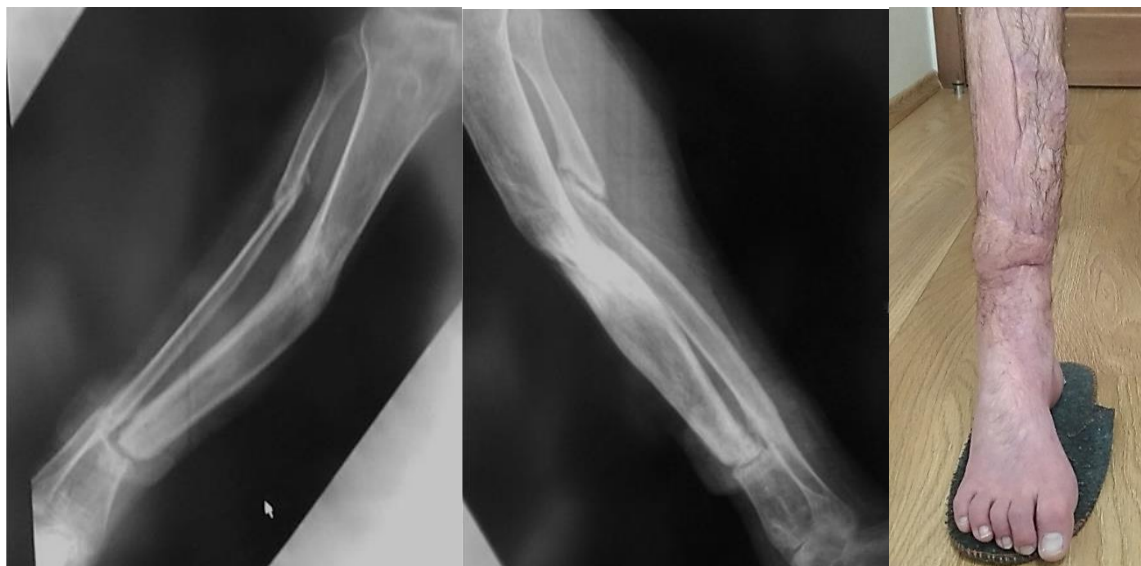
Рентгенологічний і функціональний результат лікування за LEFS оцінено як задовільний.
